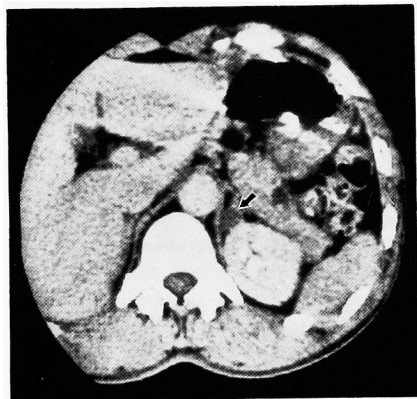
症例 1 の CT 像、矢印は左副腎 low density mass.
